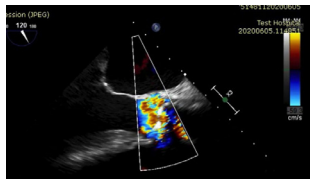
Transesophageal echocardiography confirmed severe central and paravalvular aortic regurgitation.
